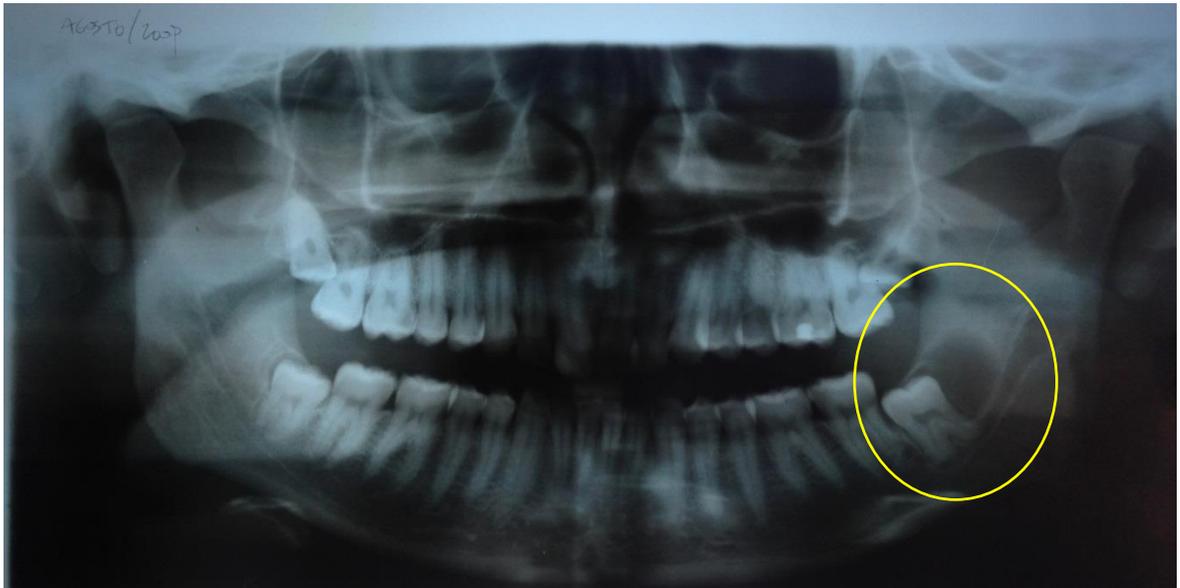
Radiografía panorámica de la paciente de 18 años, en el control a dos años de la cirugía se observa nueva lesión o recidiva que fue diagnosticada como queratoquiste odontogénico.*
